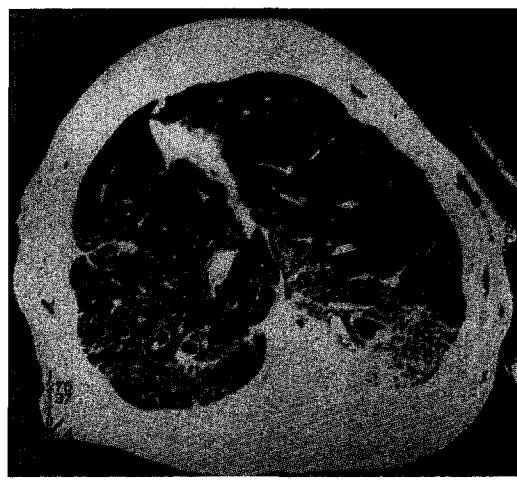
Chest CT finding in postreperfusion 2 hour, it shows partial atelectatic view in left lower lobe.
